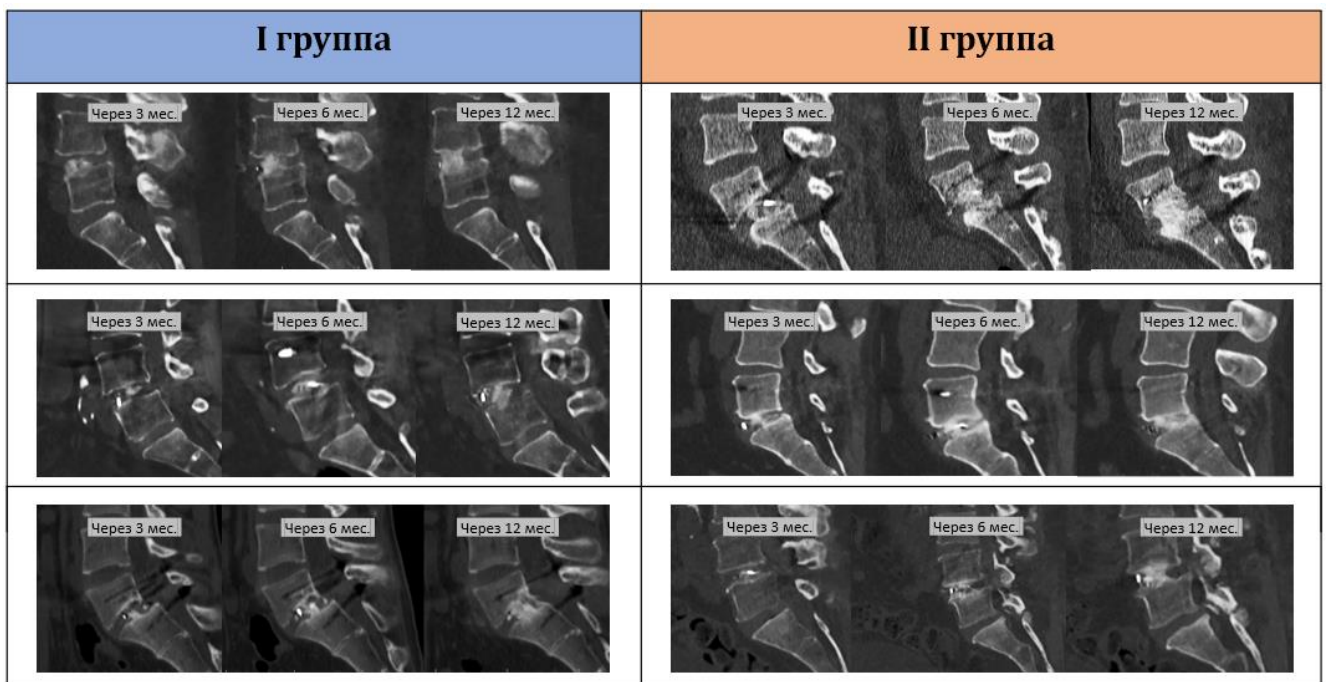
Контрольные снимки КТ пояснично-крестцового отдела позвоночника через 3, 6 и 12 месяцев после оперативного вмешательства
